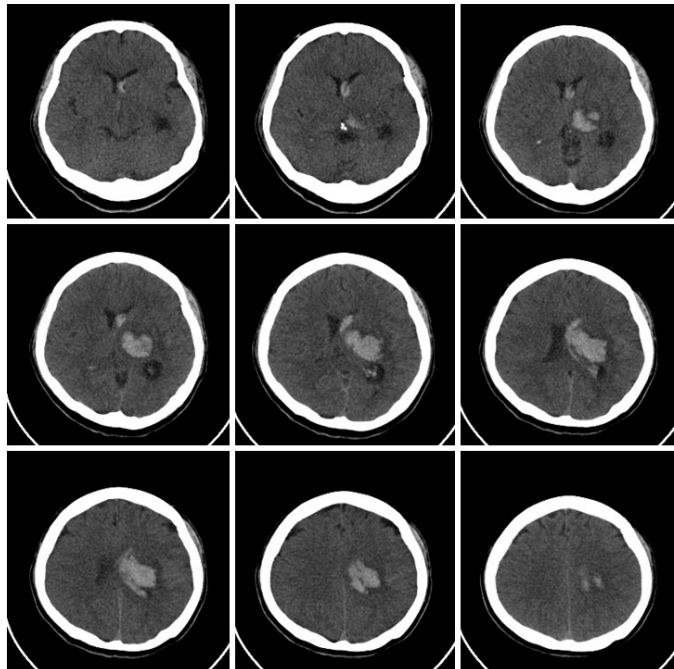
Brain CT (2021.04.21.).
